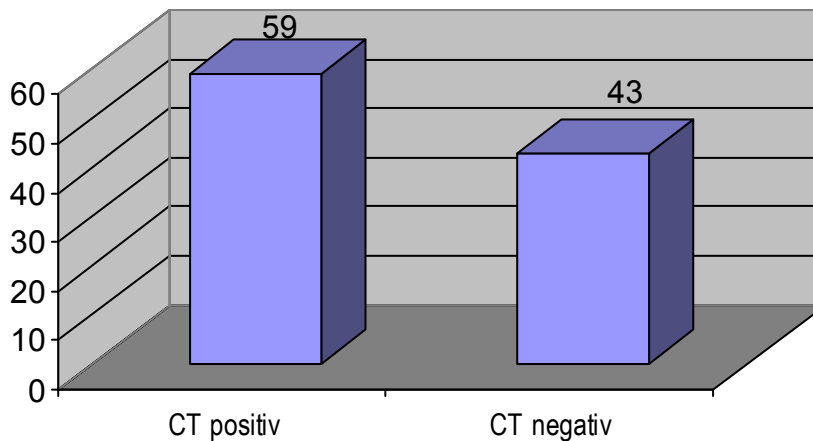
Darstellung der CT Untersuchungsergebnisse
